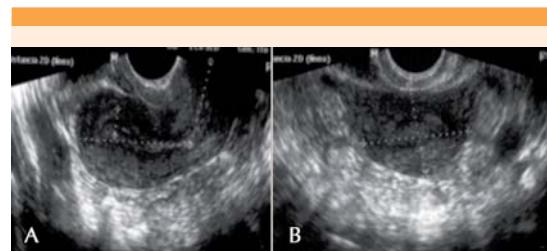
Ultrasonido transvaginal (primer consulta médica). A) Corte longitudinal del útero y B) Corte transversal del fondo uterino; ambas estructuras con características ecográficas normales.
